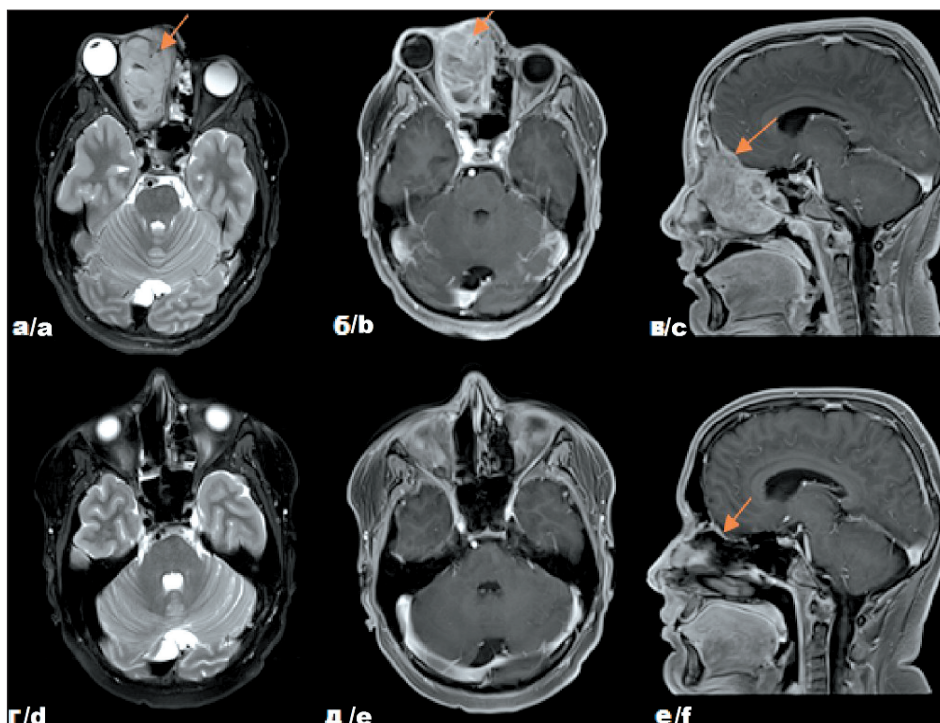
Собственные результаты исследований пациента Р. с диагнозом: Альвеолярная рабдомиосаркома параменнгеальной локализации с интракраниальным распространением, метастатическое поражение лимфатических узлов шеи справа, стадия III (T2bN1M0. IRS IIIa), до начала лечения – на томограммах в аксиальной (а) (б) и сагиттальной (в) проекциях и после комбинированного лечения – на томограммах в аксиальной (г) (д) и сагиттальной (е) проекциях. Примечание: рисунок выполнен авторами
